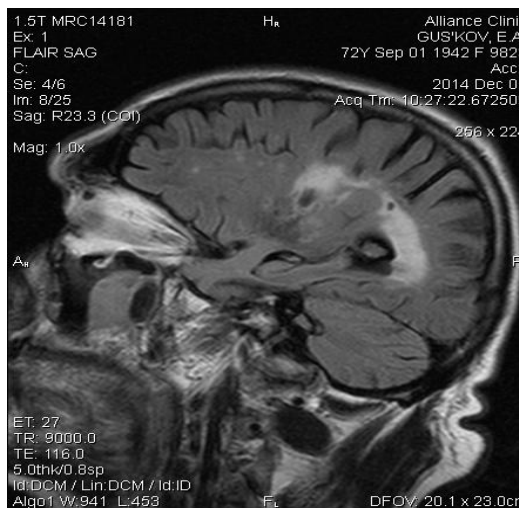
ГДЭ III стадии. Режим FLAIR.
